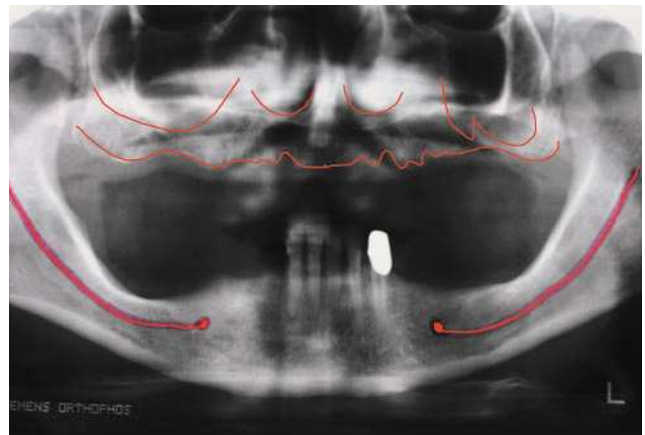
Radiografía panorámica en la que se aprecian claramente déficits de hueso en los sectores posterosuperior y posteroinferior.
